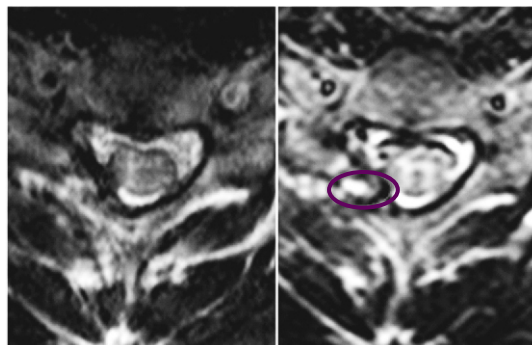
La RM evidenció una hiperseñal en T2 a nivel medular C6 correspondiente a edema.
